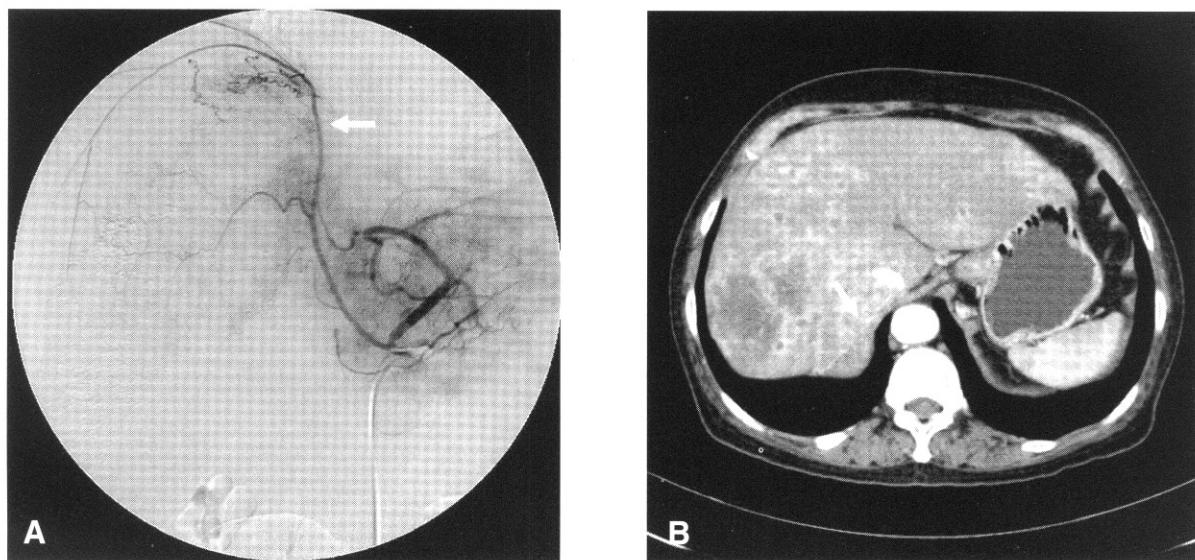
HCC is supplied by inferior phrenic artery (arrow). (A) angiogram (B) contrast enhanced abdominal CT scan.
